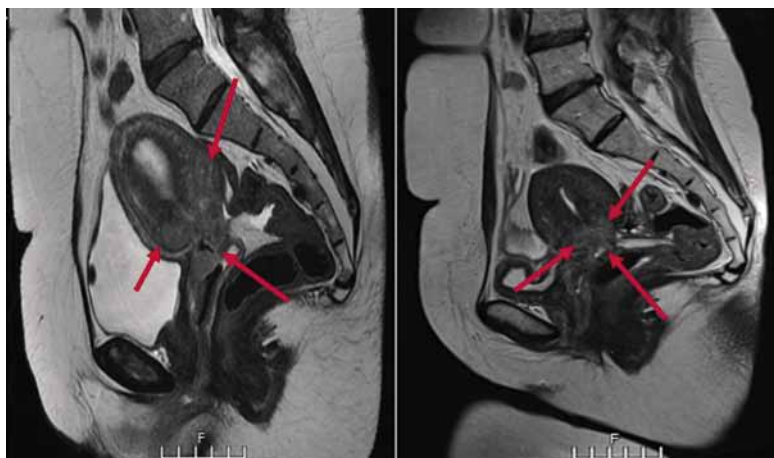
МРТ опухоли шейки матки до лечения (а) и перед БТ (б) (указан стрелками)
